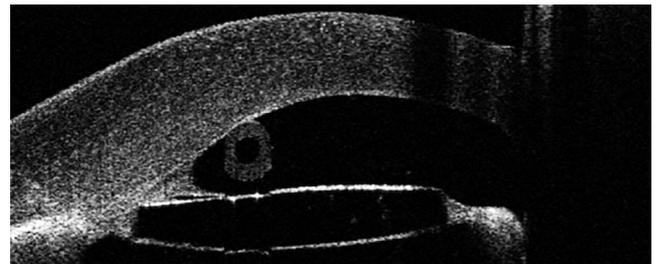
Tomografía de coherencia óptica visante mostrando toque endotelial del tubo valvular.
